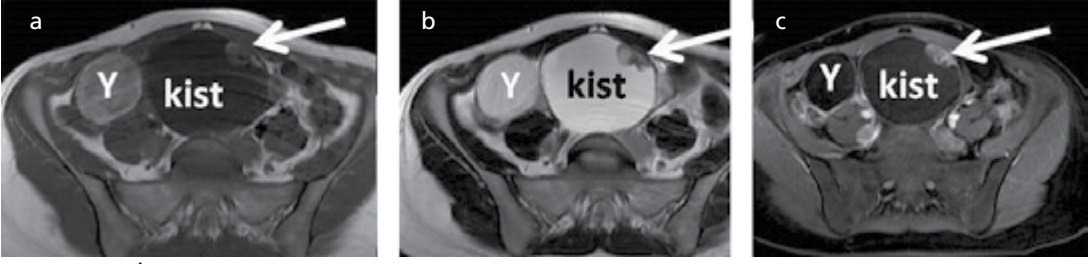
a-d. Matür teratom tipik MRG bulguları. (a) T2A, (b) T1A kesitlerde hiperintens ve (c) STIR, (d) postkontrast yağ baskılı T1A kesitlerde baskılanan yağ (Y) komponenti ile sıvı (S) seviyelenmesi ve duvarda Rokitansky nodülü (oklar) tanısaldır.
